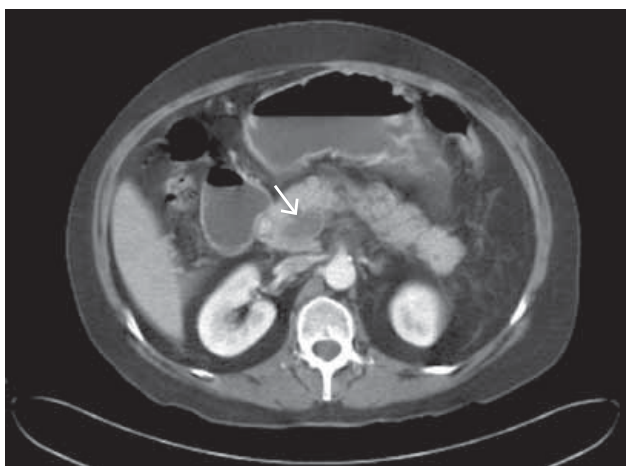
Corte axial de tomografía computada donde se observa trombo a nivel de vena porta (flecha).
